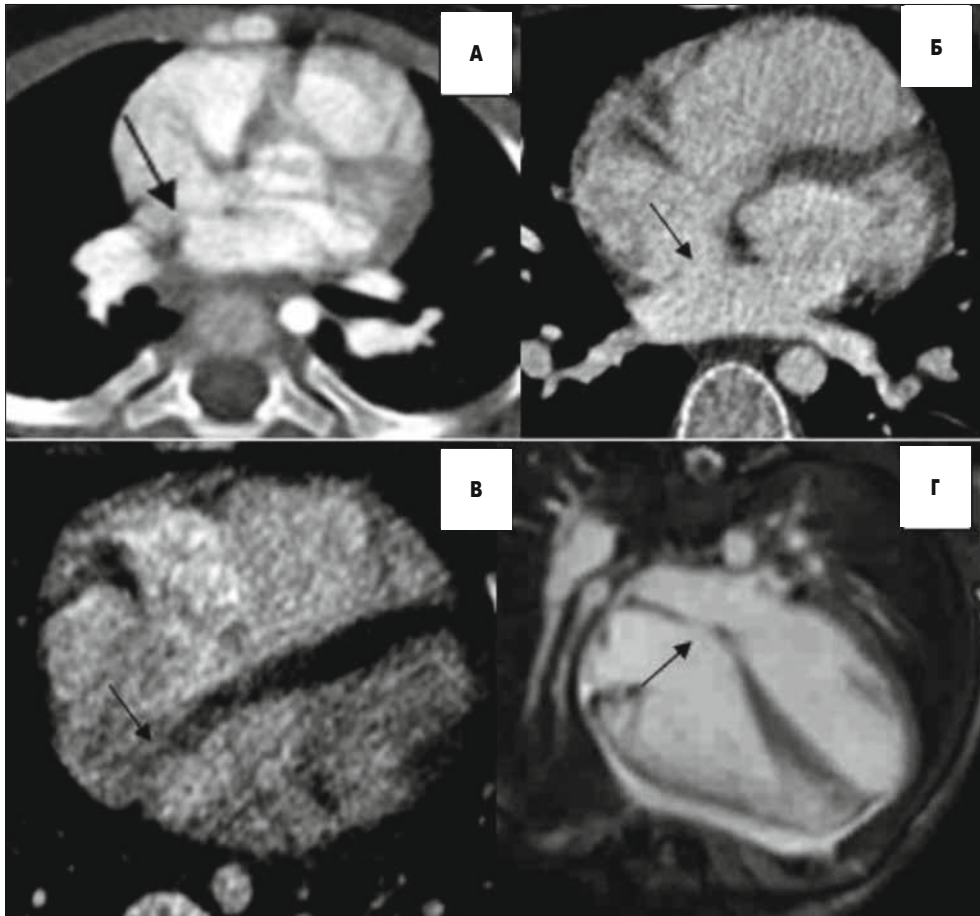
Вторинний ДМШП різних розмірів у пацієнтів різного віку. МДКТ із в/в контрастуванням (А, Б, В). МРТ в аксіальній площині. SE-зображення, послідовність «біла» кров (Г). Зрізи в аксіальній площині на рівні передсердь
